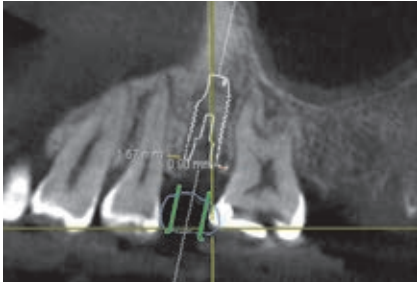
想定した最終補綴物をCT画像に取り込んで埋入位置をシミュレート。この段階ではMTM前のため、インプラントフィクスチャーと6との適正な距離は確保できていない。
